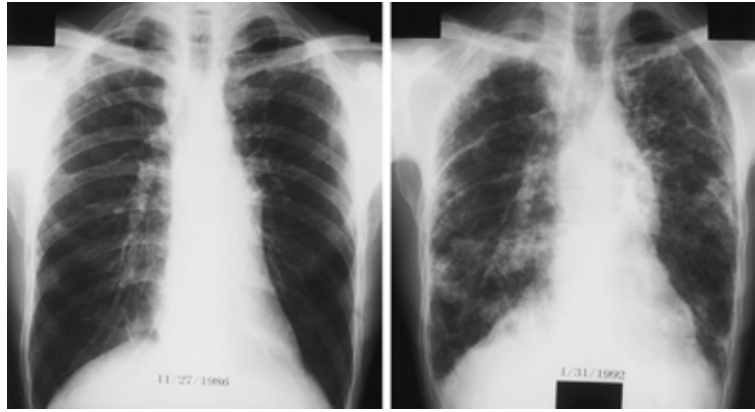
Chest X-ray obtained at presentation ( left ) and 5 years later ( right ) showing a progressive reduction in lung volume with marked subpleural fibrosis in the upper lobes, a reticular shadow in the right lower lobe, and pneumothorax on the left side.
